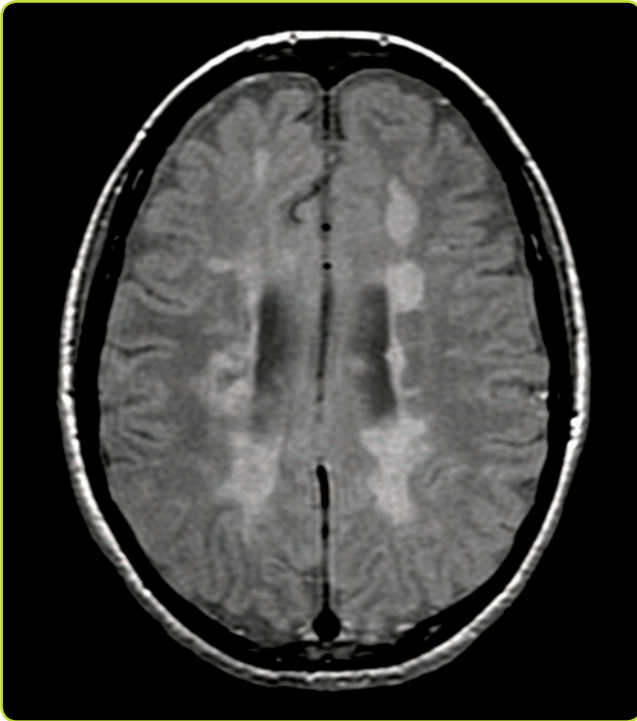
RM axial (FLAIR) que muestra lesiones periventriculares ovoideas típicas de esclerosis múltiple.
